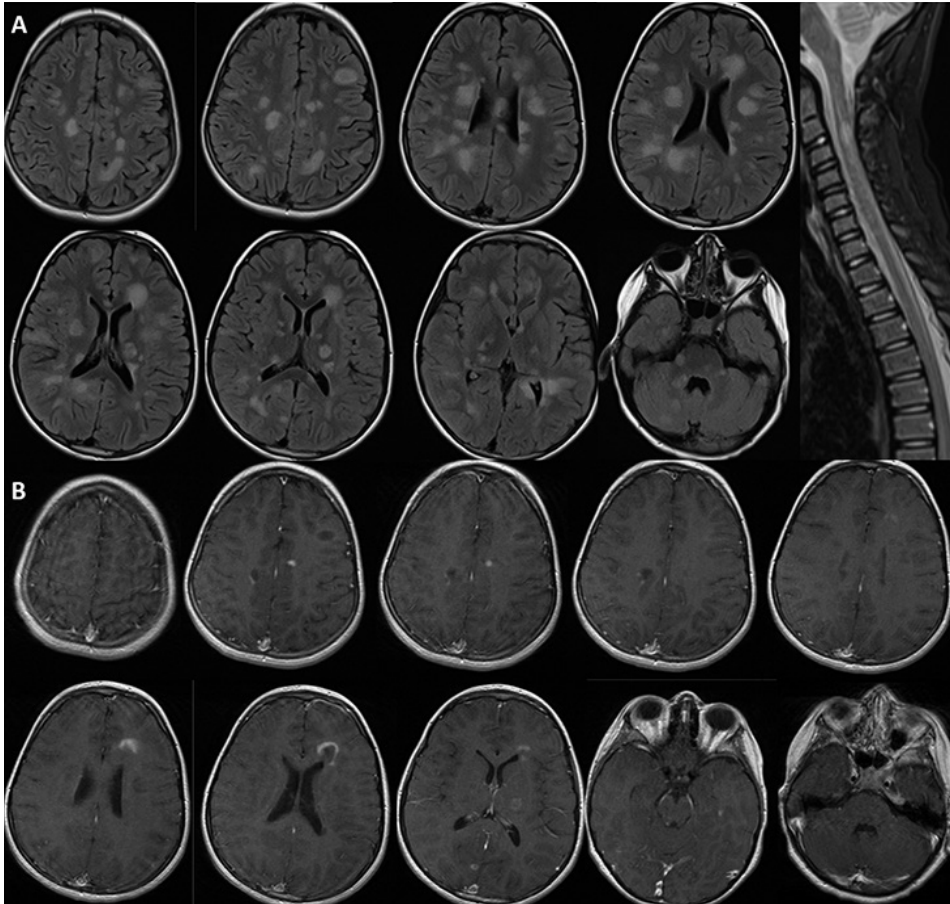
Niño de 8 años. Síndrome polirregional y encefalopatía. El estudio de RM cerebral con secuencias T2-FLAIR y medular con secuencias T2 (A), y T1 con contraste (B) muestra múltiples lesiones de características desmielinizantes, algunas de gran tamaño que afectan los hemisferios cerebrales, el tronco encefálico, hemisferios cerebelosos derecho y médula cervical (A). Múltiples de las lesiones muestran realce con Gd (B). El diagnóstico fue de EM (se detectaron BOC en LCR y una nueva RM realizada a los 6 meses demostró múltiples lesiones desmielinizantes nuevas) (ver figura 28).
